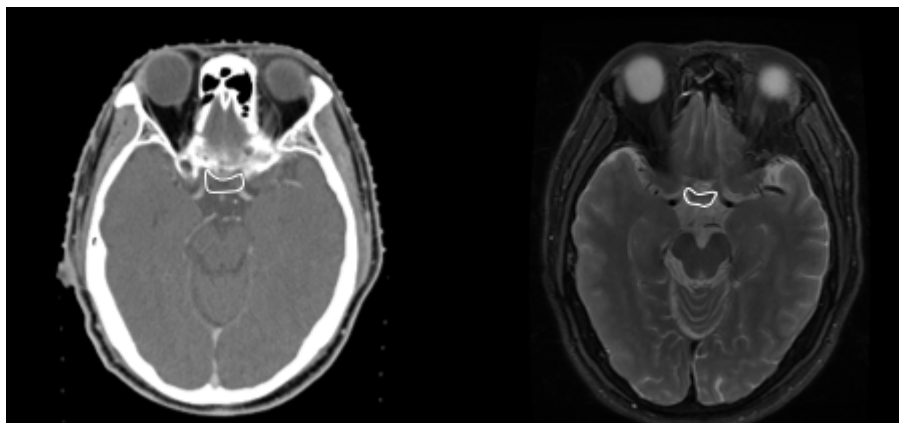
Pos OC 患者 CT 图和相匹配 MR 图的勾画展示
